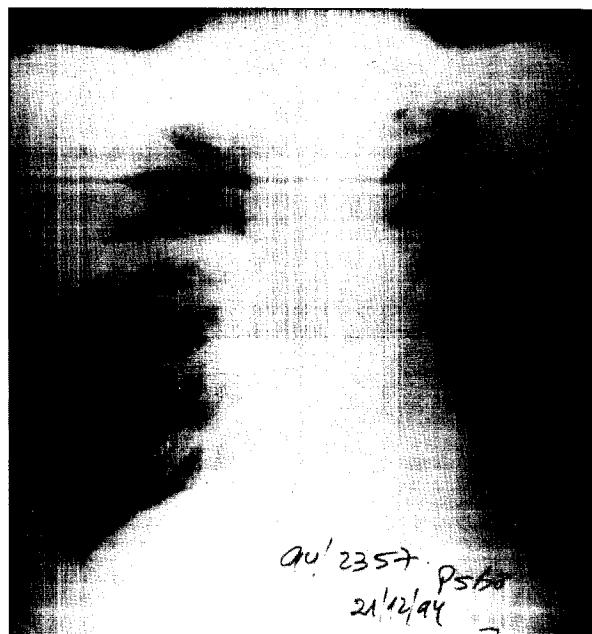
Paciente 1. Radiografía de tórax. Lesiones infiltrativas pulmonares bilaterales en tercios medios, predominando a derecha. Ensanchamiento mediastinal.
